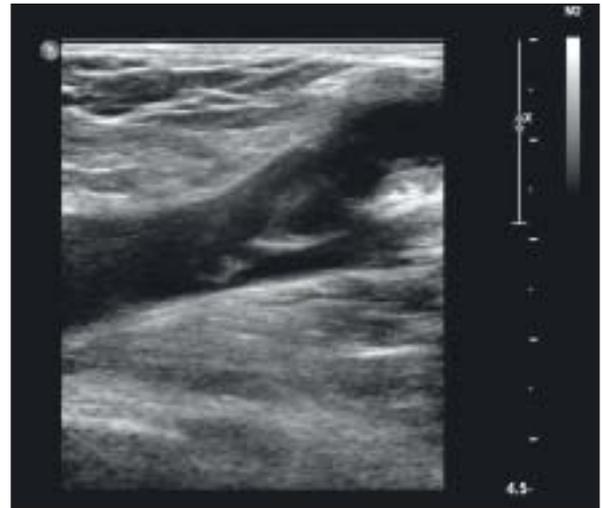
Duplexsonografische Dokumentation im B-Bild einer oberflächlichen Venenthrombose der V. saphena magna (normalkalibrig) ins Lumen der V. femoralis communis ragend
